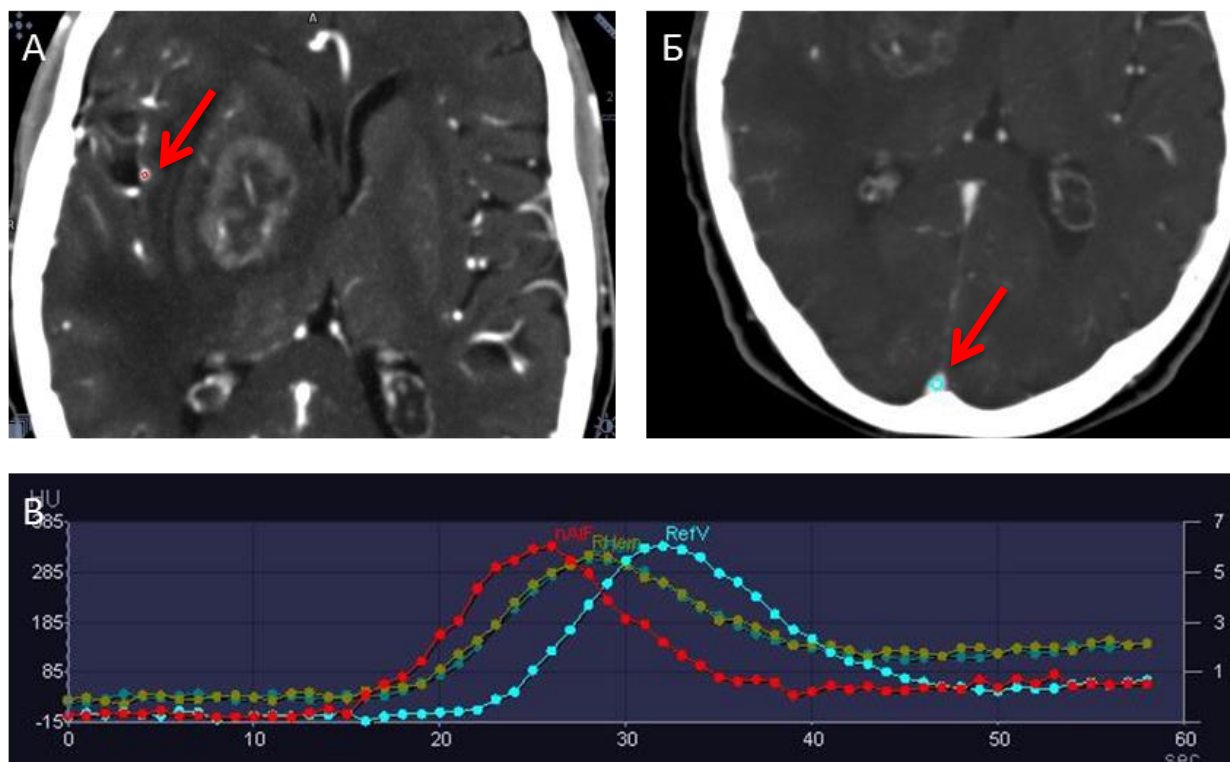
Выбор магистральных артерии и вены для построения карт КТ-перфузии в «ручном» режиме на картах MIP (установленные маркеры подсвечены стрелками). Выбор артерии на стороне поражения (А), выбор магистрального венозного коллектора (Б). Кривые аттенуации времени (Time Attenuation Curves - TAC) (В)
